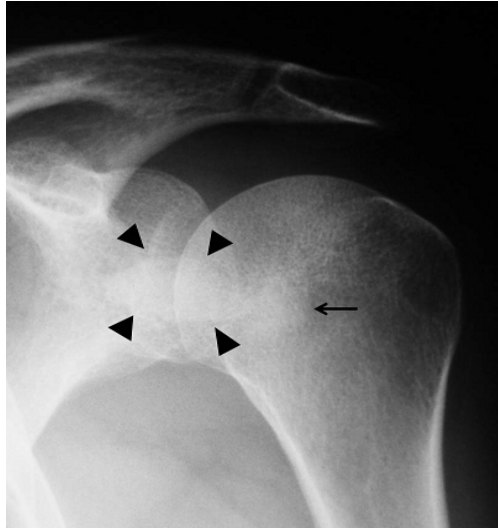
Radiografía antero-posterior de hombro izquierdo. Calcificación grosera de partes blandas superpuesta a la interlínea glenohumeral (puntas de flecha) e imagen esclerosa mal definida en la tuberosidad anterior (flecha). Adaptado de Alcalá-Galiano Rubio, *et al.* (151).
